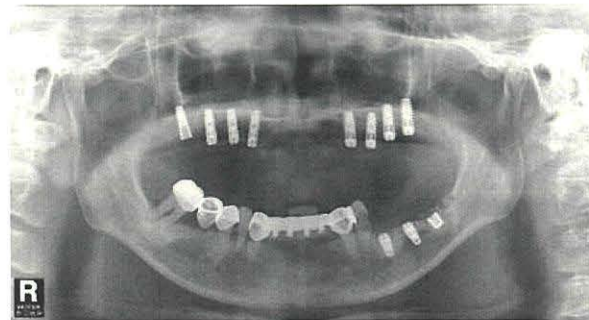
We performed sinus augmentation in a patient, with only Auto BT on left side and with mixed graft material of Auto BT and autogenous bone on right side.
